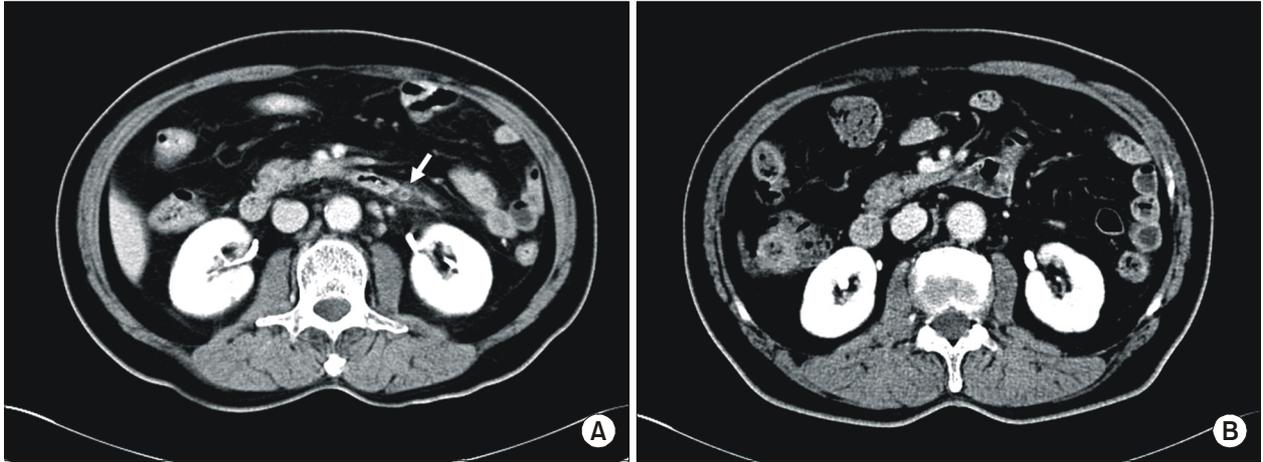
A computed tomographic scan of the abdomen (A) showed intraluminal low attenuation with enhancement of the inferior mesenteric vein (white arrow) and perivascular fat haziness. Follow-up abdomen computed tomographic scan on 14th hospital day (B) showed no evidence of the inferior mesenteric vein thrombosis.
